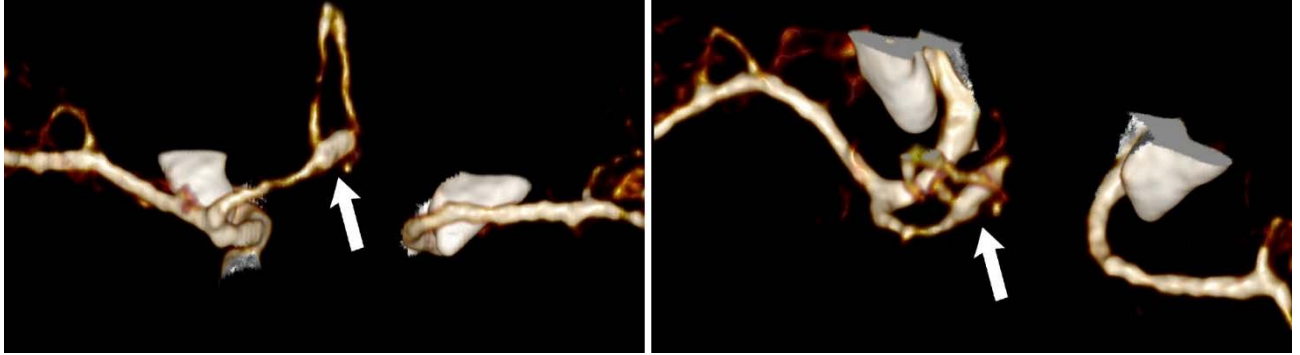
Пациент Д., 28 лет. СКТ-АГ сосудов головного мозга до первичной операции. Визуализирована аневризма ПСА вытянутой формы с дивертикулом (белая стрелка)
